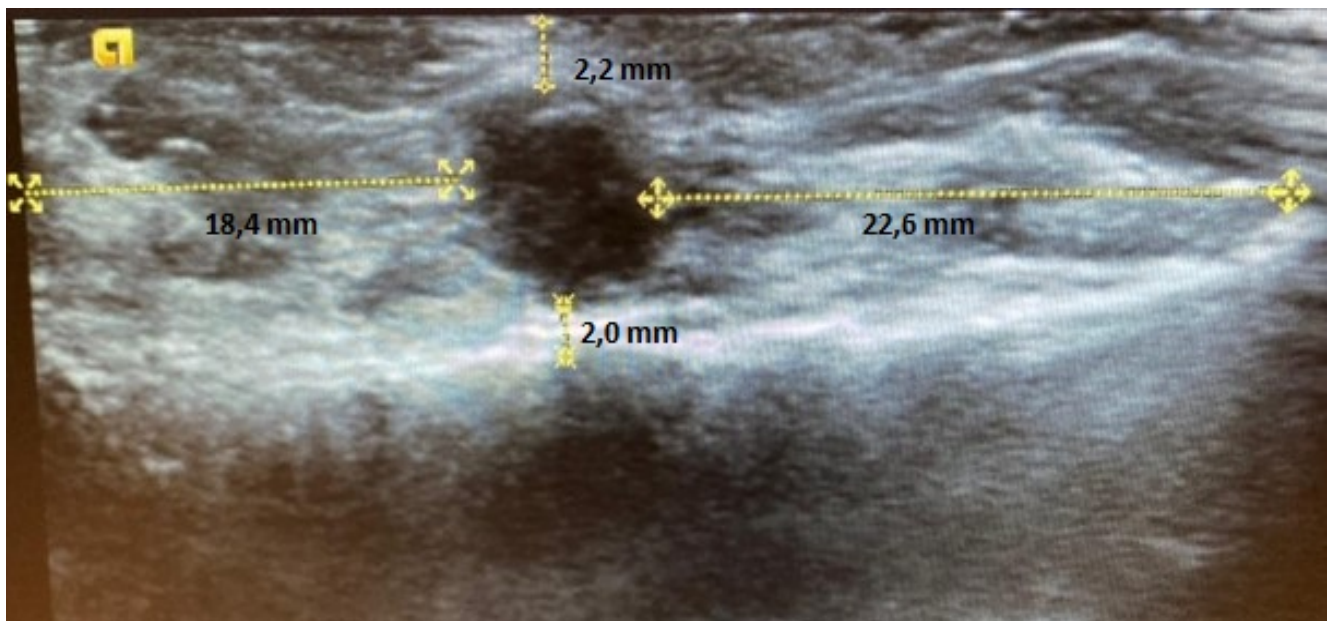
USG image of the sample after excision
